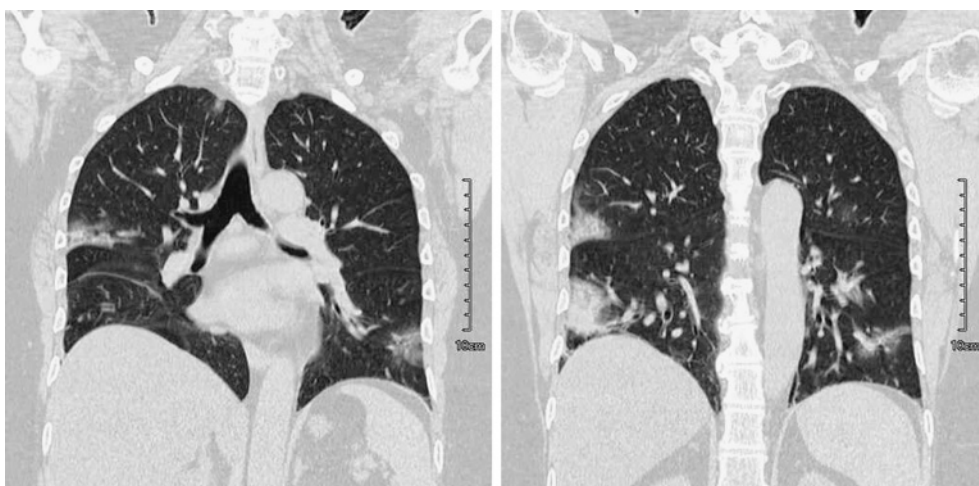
Coronal-view thoracic CT at the first visit (3 days before admission) to our hospital showed subpleural consolidations and GGO, mainly in the right upper lobe and lower lobes of both sides.
